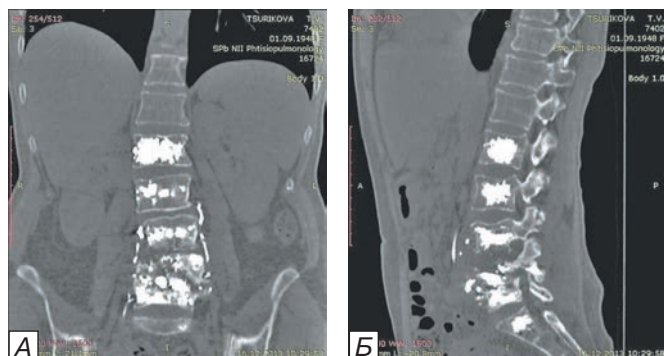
КТ поясничного отдела позвоночника больной Ц., 65 лет, в прямой (А) и сагиттальной (Б) проекциях. Видна деструкция тел позвонков LIII-V паравертебральным и эпидуральным компонентами. Состояние после повторных операций от 2013 г. — декомпрессивной ламинэктомии позвонка LV, вертебропластики позвонков LII-SI. В телах позвонков LII-SI отмечается костный цемент, в том числе выходящий линейными полосами в проекции паравертебральных вен за пределы тел позвонков.
